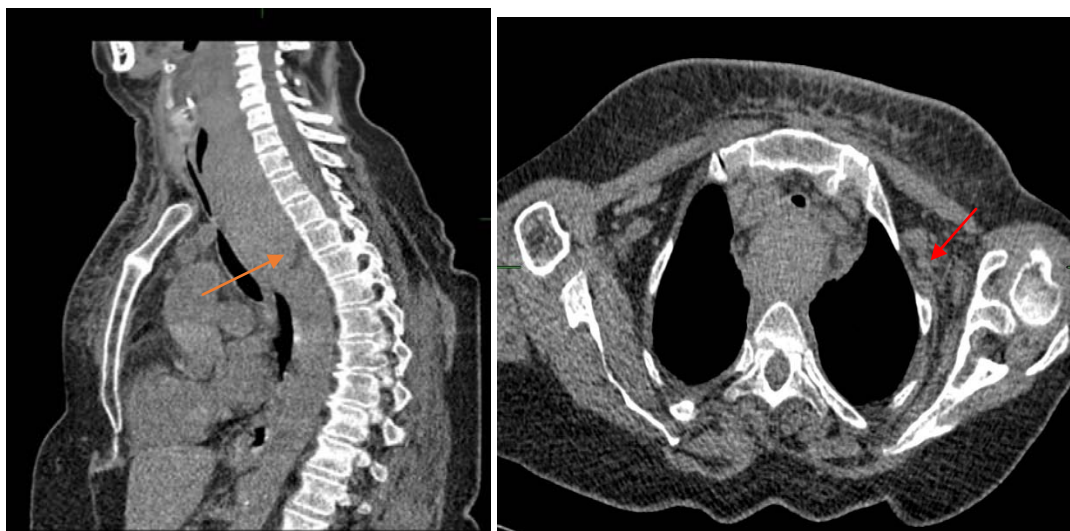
TDM C+ : collection spontanément hypodense rehaussée en périphérie (flèche orange) après injection de PDC, associée à une lyse disco vertébrale de D9 → spondylodiscite tuberculeuse
